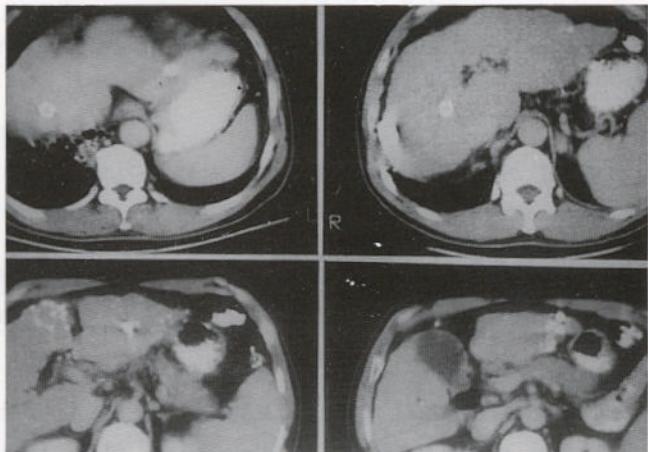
(1993. 10.) Post-TAE follow-up CT shows multiple lipiodol uptaken hepatomas scattered on both lobe of liver. There shows metallic stent along the TIPS tract also.
